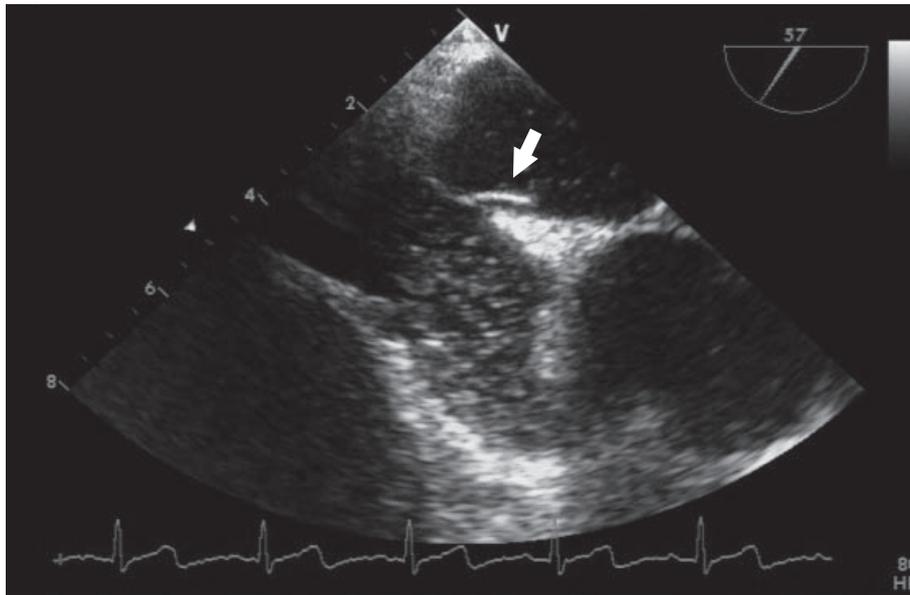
経食道心エコーにおけるASA（矢印） 類似症例における振幅15 mmのASA。
